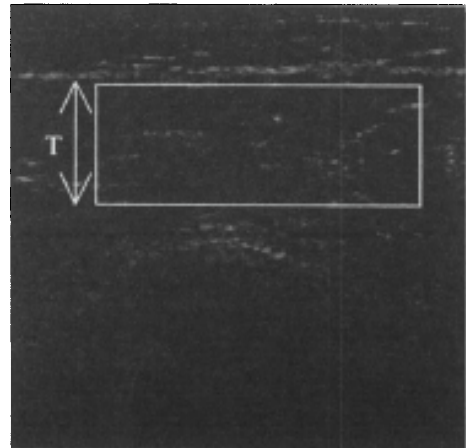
Ultrasonography of the deltoid muscle. T: thickness
